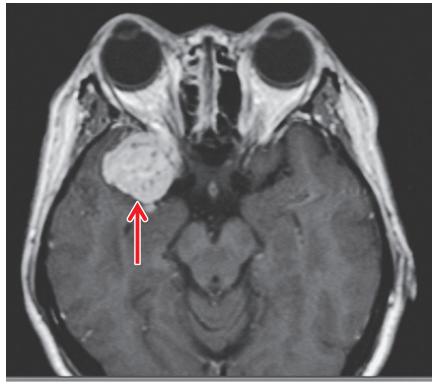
初診時の頭部 MRI. 右蝶形骨縁に濃染される腫瘍陰影を認める（矢印）。
